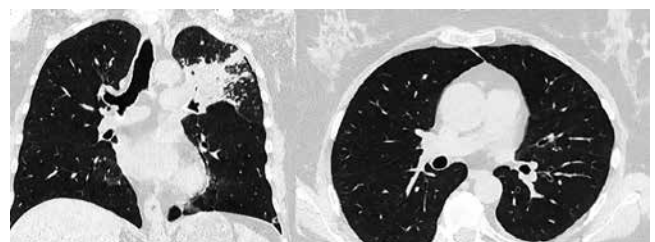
КТ ОГК от 08.09.2021 пациентка Т.
